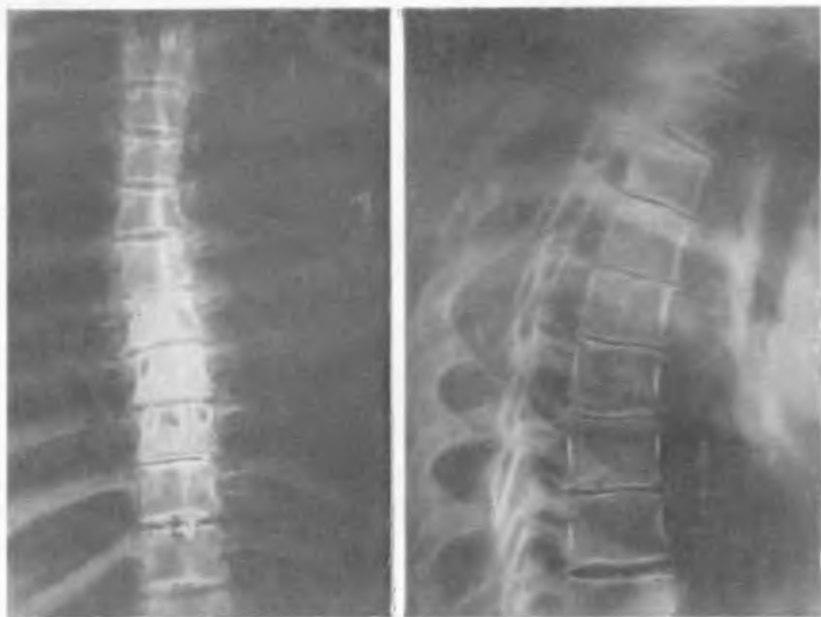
Рентгенограммы больного К. Умеренный правосторонний сколиоз грудного отдела позвоночника. Склероз замыкательных пластинок, остеофиты и неравномерное сужение межпозвоночных дисков на уровне Th<sub>7</sub>—Th<sub>11</sub>.
